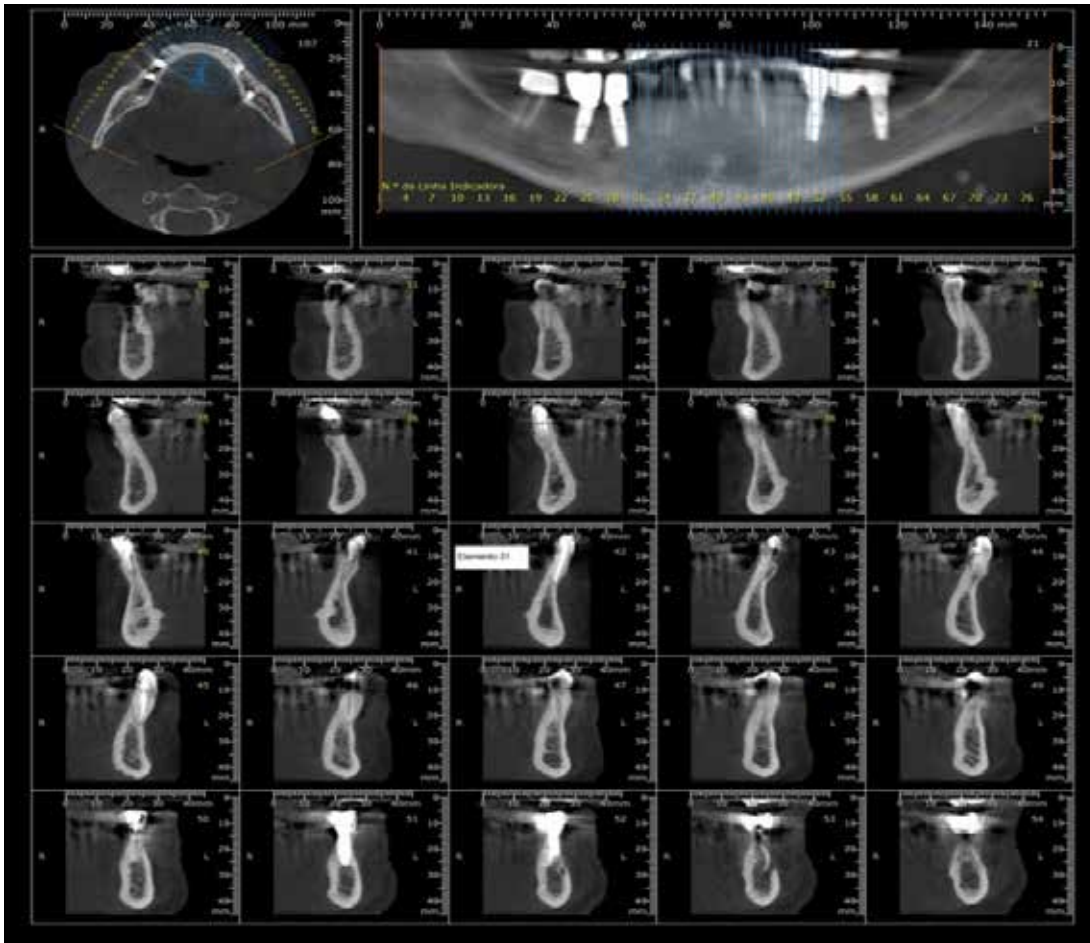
Tomografia Computadorizada do elemento 31.
